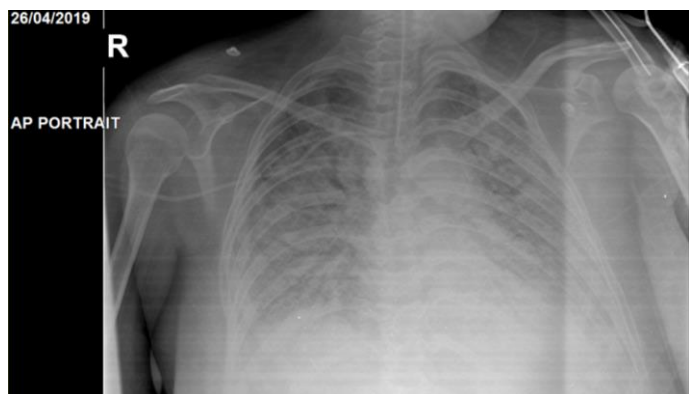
Última radiografía de tórax control (día 21 de hospitalización).
